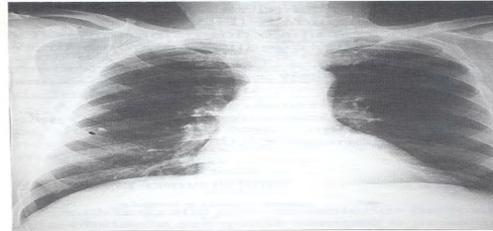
Telerradiografia do tórax em P-A evidenciando nódulo de limites imprecisos com 3,5 cm de diâmetro, cavitação excêntrica e irregular, sem calcificações, localizado ao andar superior direito, sinais que são sugestivos de malignidade. Tratava-se de um adenocarcinoma.
